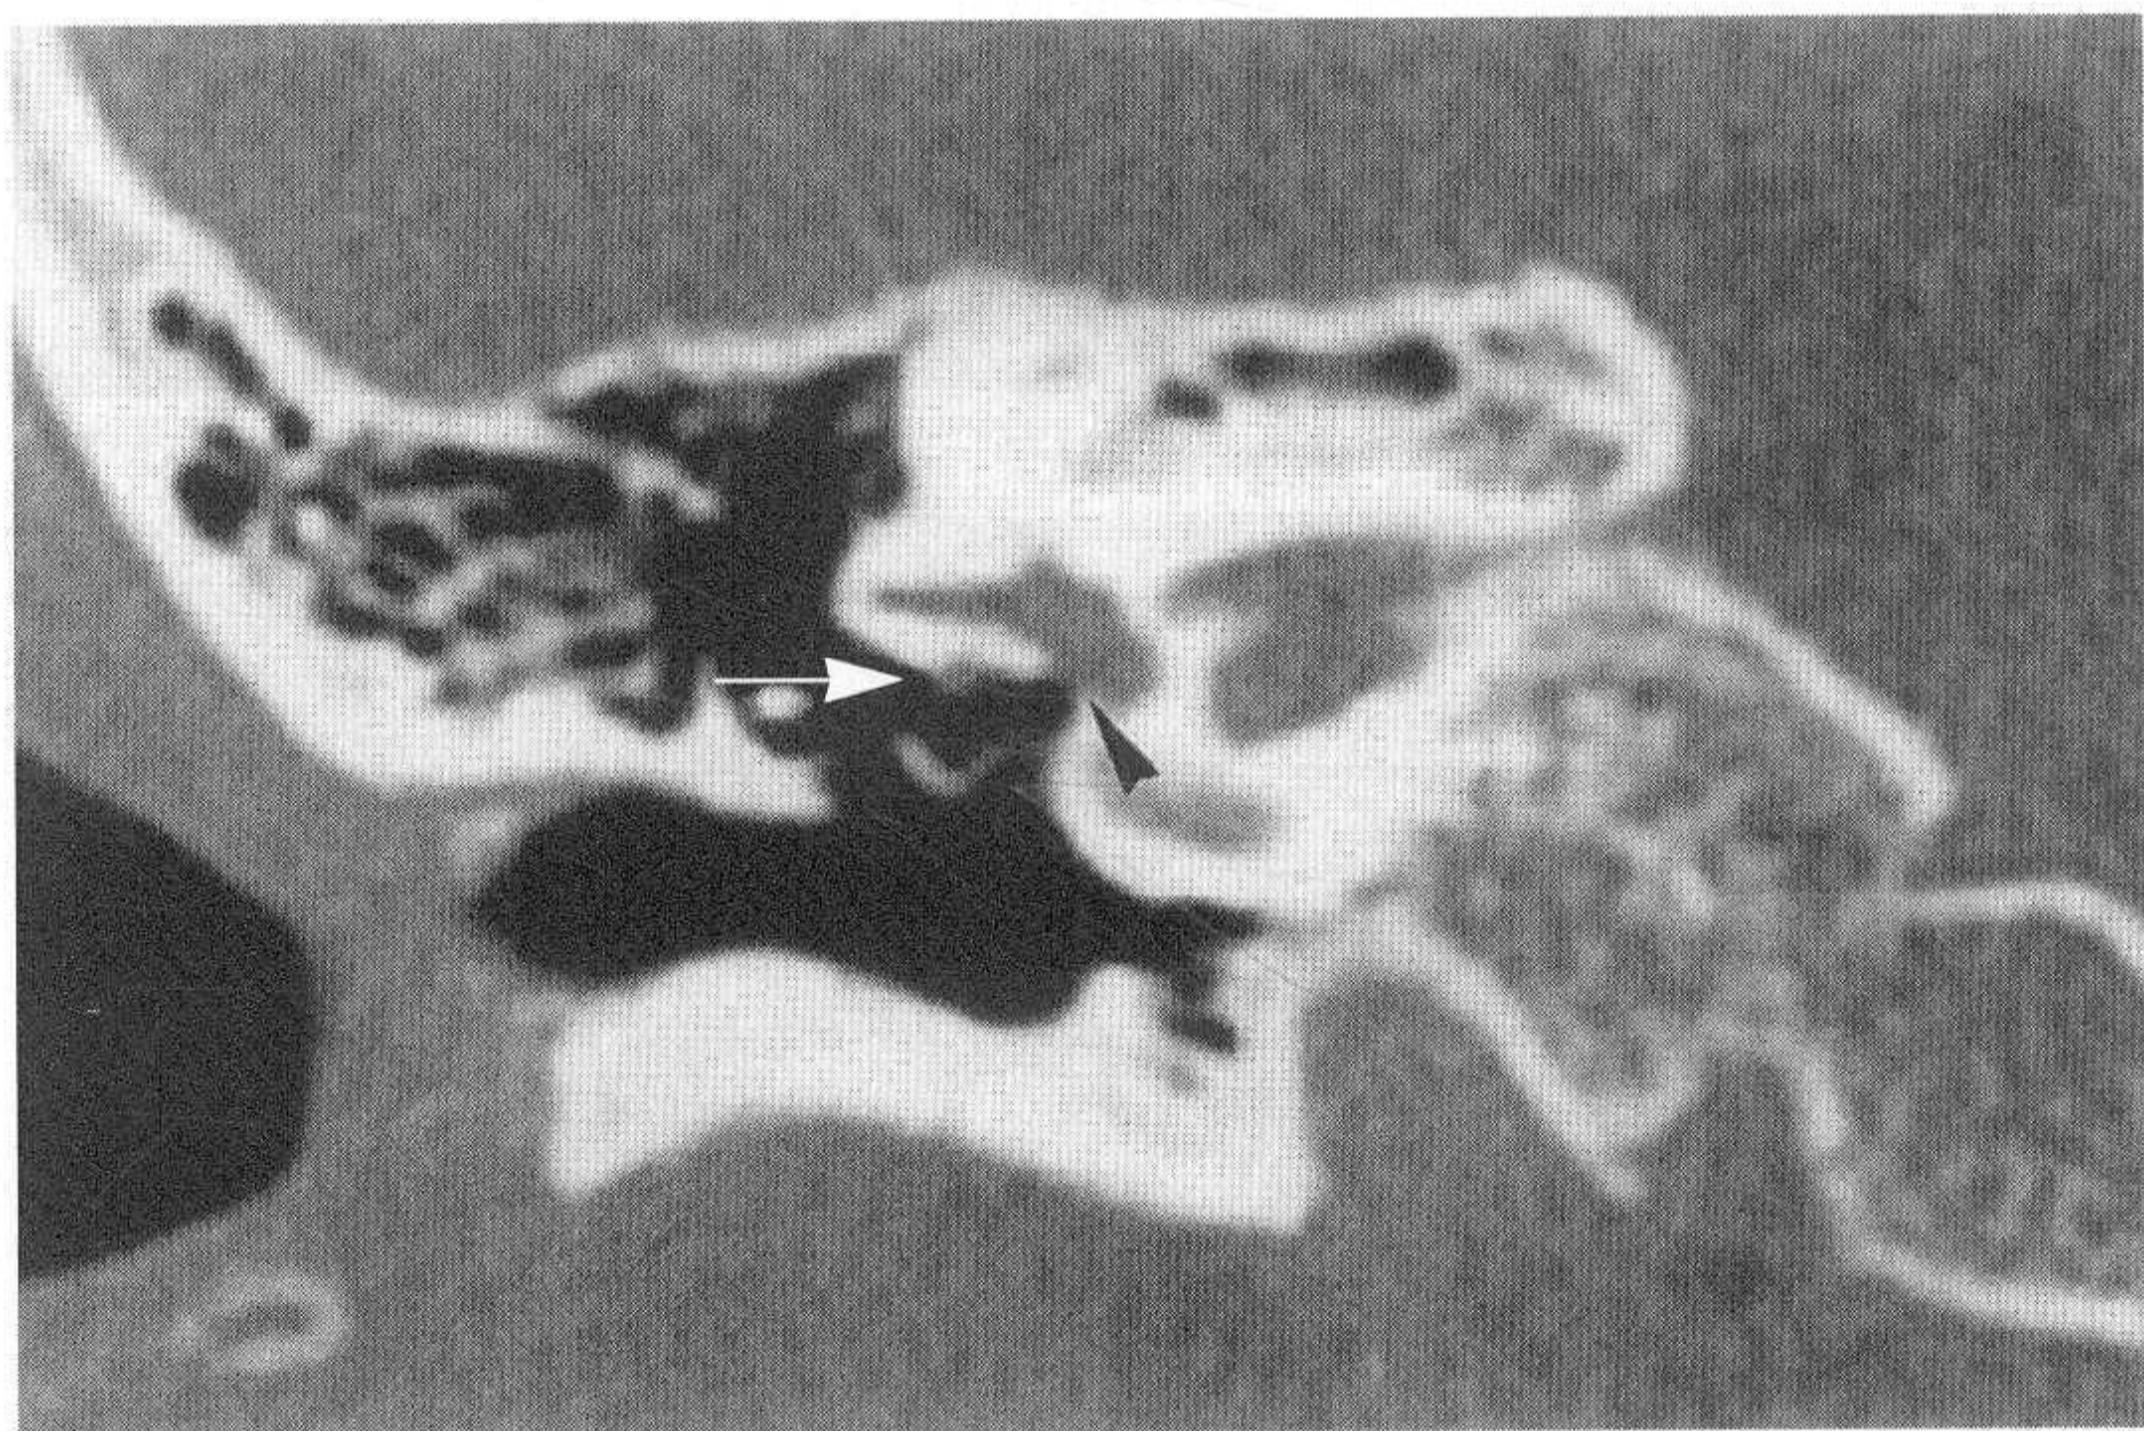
对应正常颞骨CT图像 (小箭头示前庭窗, 大箭头示面神经水平段)
